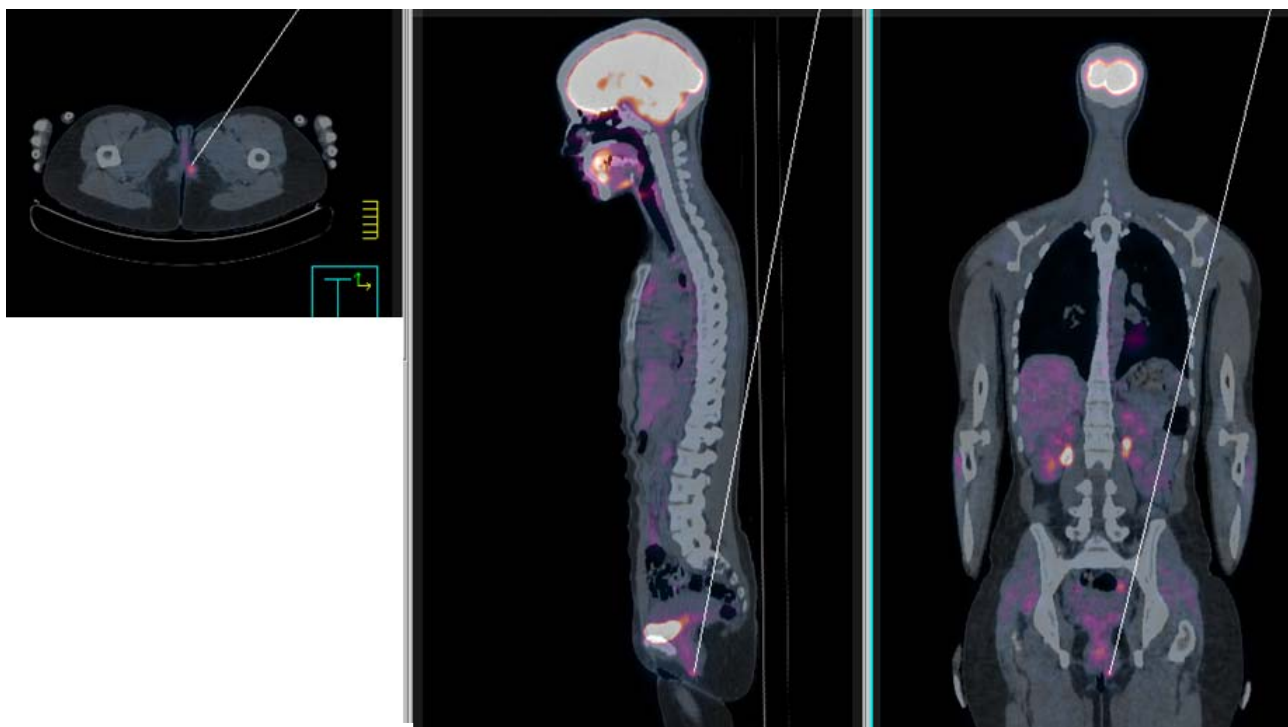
PET-CT da Y0012T009. Observa-se a presença de área de concentração anômala do ^{18}F -FDG na projeção pélvica correspondendo a formação nodular de densidade heterogênea localizada na musculatura elevadora do ânus à esquerda com SUV máximo de 2,02.
